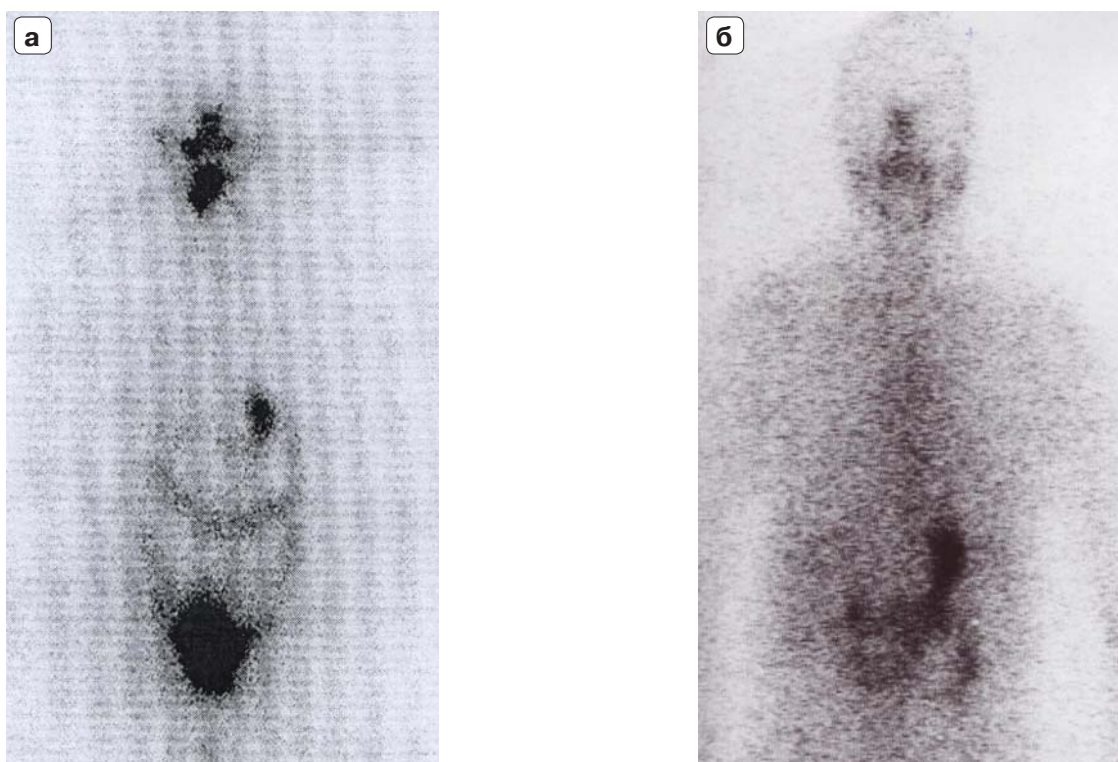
Сцинтиграфия ЩЖ ^{123}I у больной С. через 2 нед (а) через год (б) после операции.
